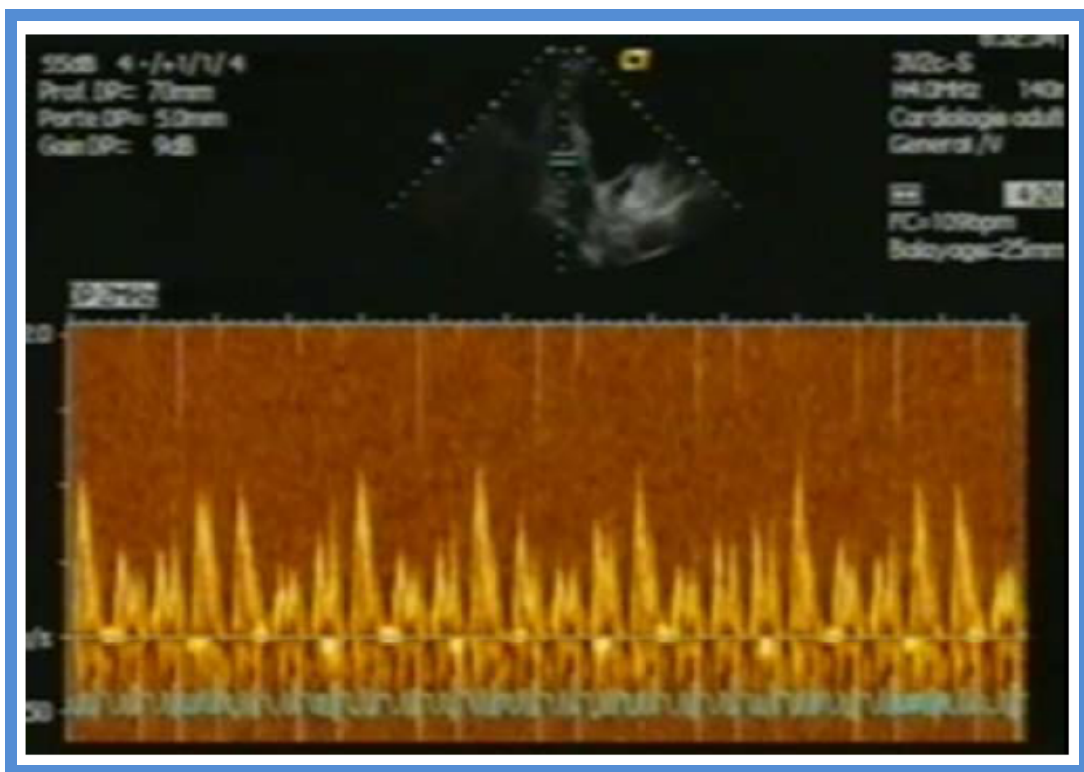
Doppler transtricuspidien visualisant l'augmentation inspiratoire parallèle des pics de vitesse des profils. Au cours de l'expiration, le phénomène inverse se produit.
